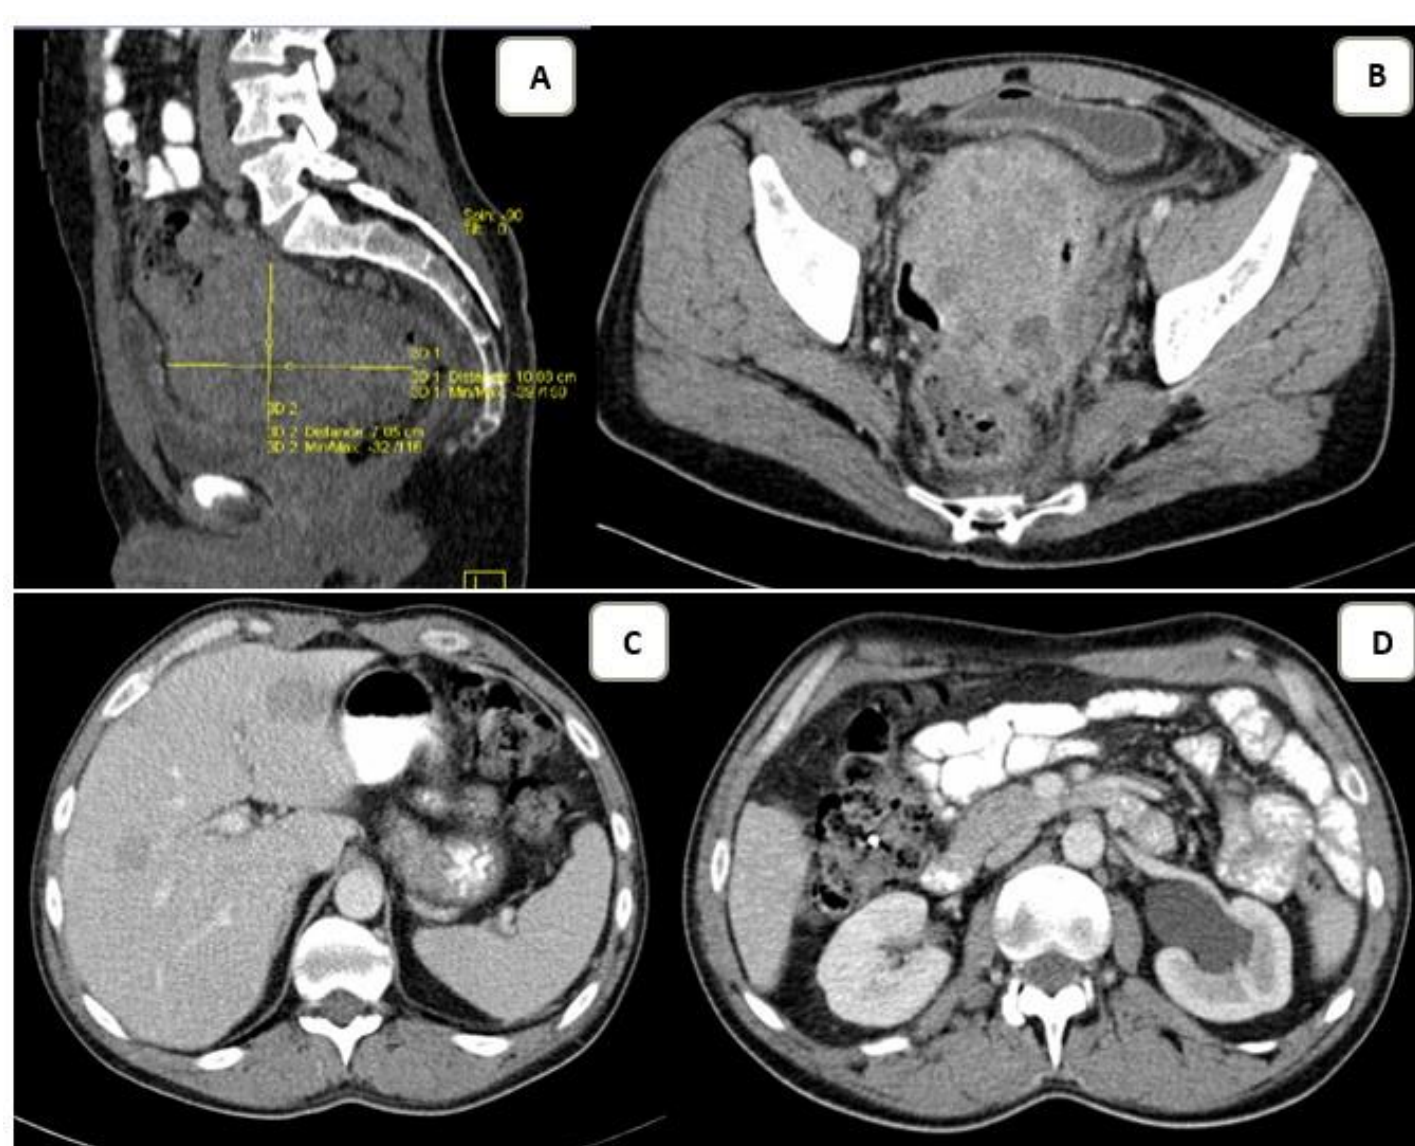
Imágenes de la tomografía computarizada (TC) al diagnóstico (mayo 2014).
